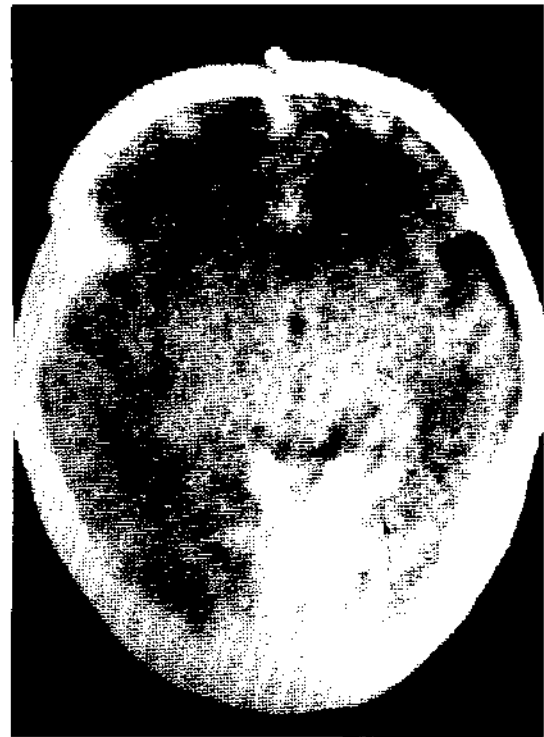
Tomografía axial computada del paciente 2, infarto cerebral derecho, hemorragia subaracnoidea bilateral.
